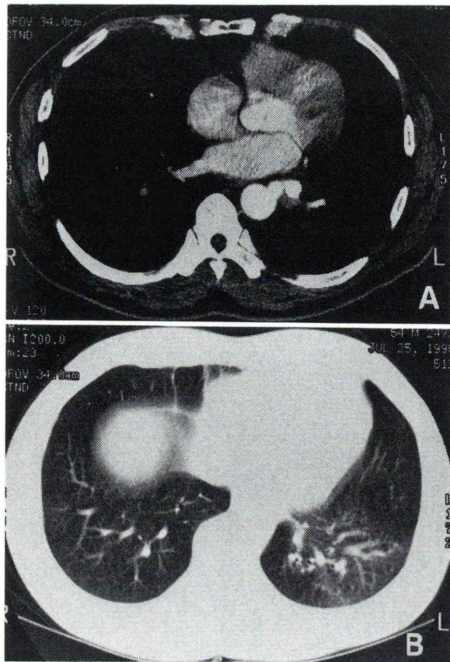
An anomalous artery is demonstrated by thin-section CT (A) and the pulmonary arteries distributing to the affected lung are dilated (B).
